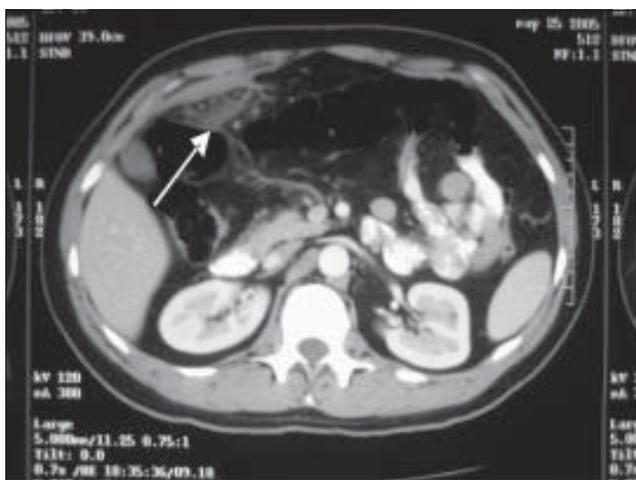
Apendicitis epiploica: A. Corte axial de tomografía donde se identifica aumento en la atenuación de la grasa inmediatamente adyacente a la pared anterior del ciego y lesión ovalada con anillo periférico de alta densidad y centro con atenuación de grasa. B. Corte inmediatamente superior a A, aumento en la atenuación de la grasa.
